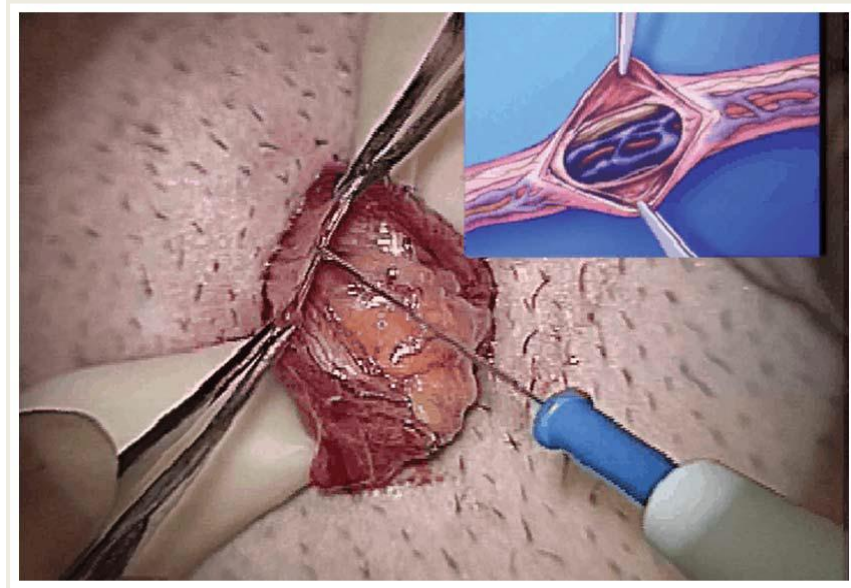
Doppler – estetoscópio. Fonte: autores.
